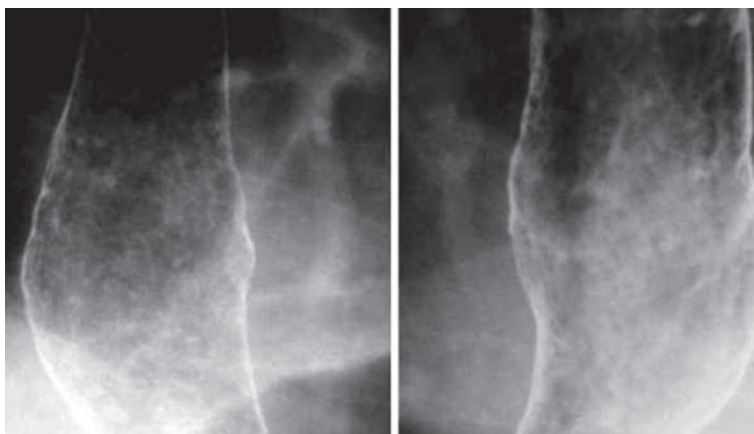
Врождённый мезоззофагус (одно из проявлений синдрома Тюрпена) при рентгенологическом исследовании
